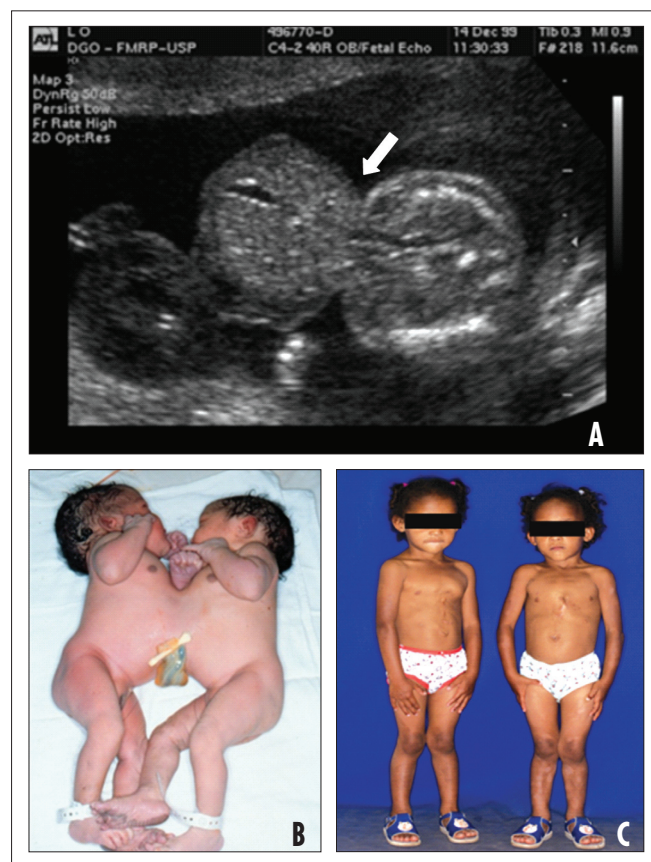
As figuras referem-se a imagens obtidas (A) no pré-natal por ultrassonografia identificando os dois fetos unidos pelo abdômen (seta), (B) ao nascimento, confirmando o diagnóstico pré-natal e (C) aos 8 anos de idade, após a separação do par de xifo-onfalópagos.
